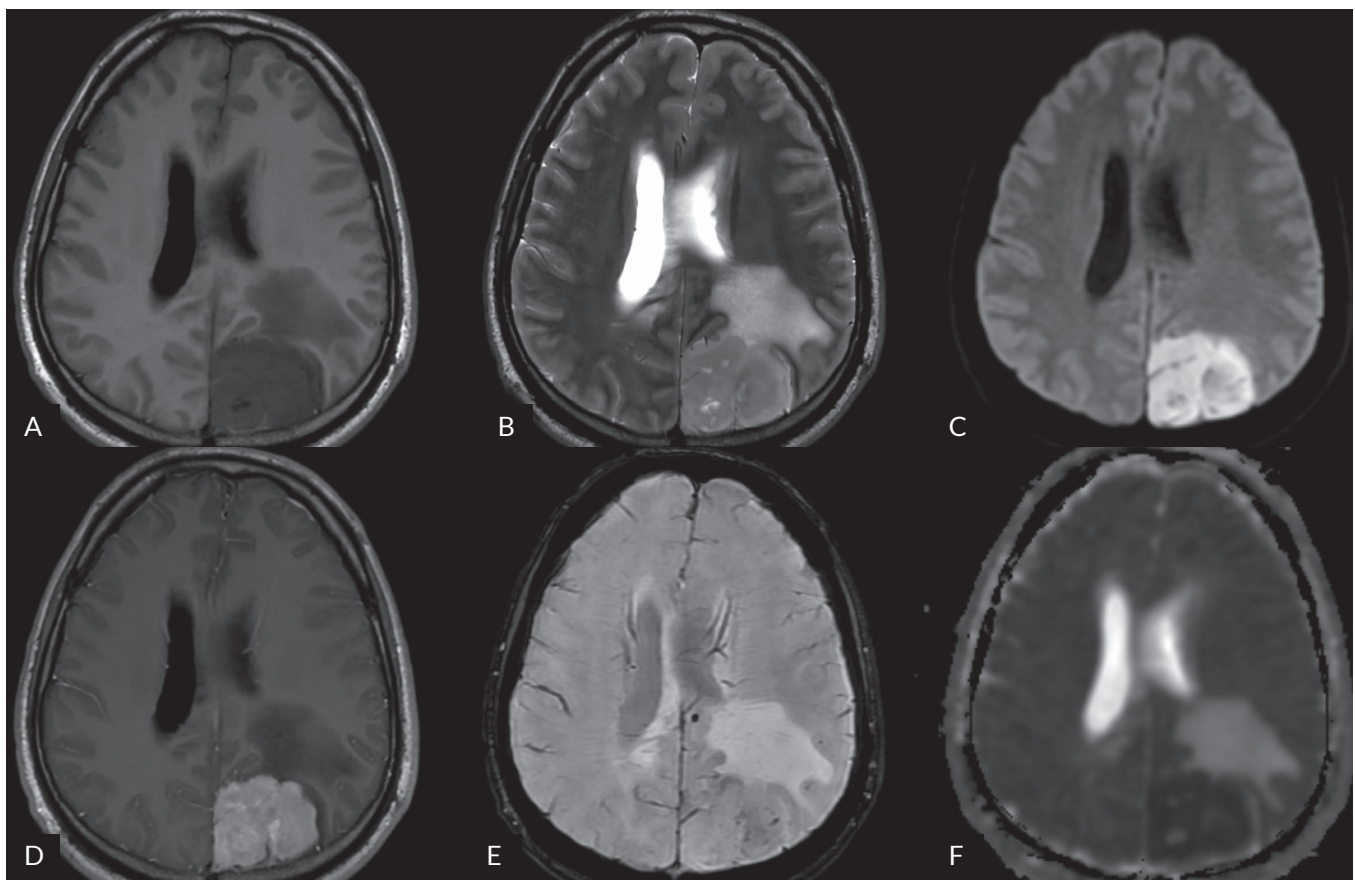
Wybrane skany MRI głowy, wykonanego podczas pierwszej hospitalizacji pacjenta, przedstawiają dwa przylegające do siebie ogniska chłoniaka w lewym pograniczu ciemieniowo-potylicznym. A. Obraz T1-zależny przed podaniem dożylnego środka kontrastowego. B. Obraz T2-zależny. C. Obraz DWI. D. Obraz T1-zależny po podaniu dożylnego środka kontrastowego. E. Obraz SWAN. F. Mapa ADC
